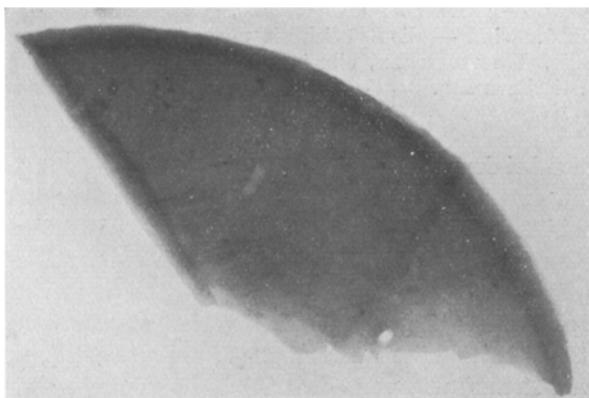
G. 54/00. Röntgenogramm einer  $\frac{1}{2}$  cm dicken Milzscheibe, die Schatten zahlreicher Eisenherde zeigend.
